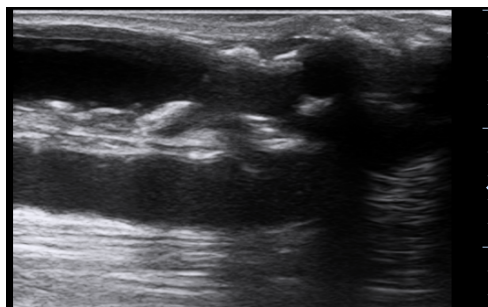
Color Doppler ultrasound of the left upper limb vessels (Type I stenosis)
